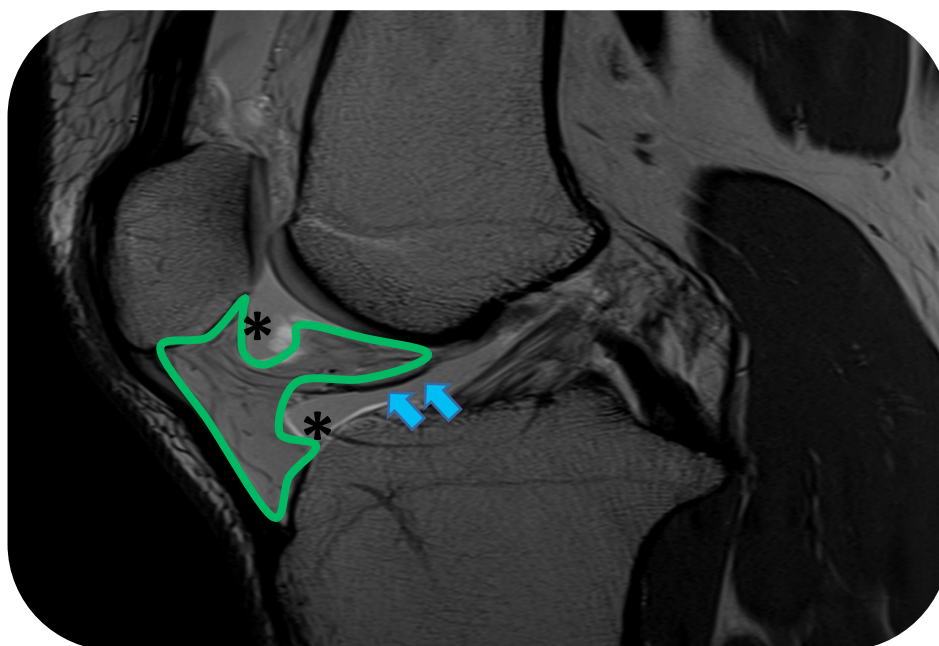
RM sagital de la almohadilla grasa de Hoffa. Archivo de la Dra. Prada.
